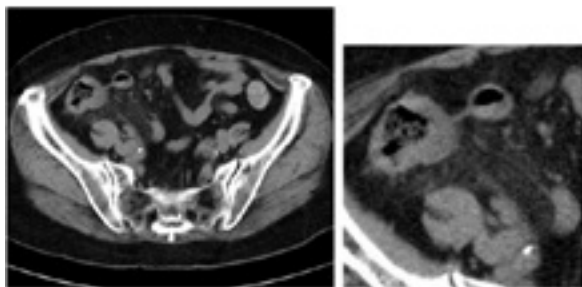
脂肪組織の CT 値上昇 (dirty fat sign)
